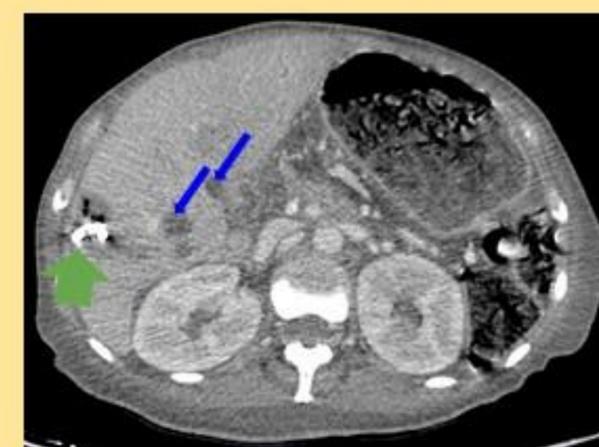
Control post drenaje con TC con contraste, con disminución del volumen del AH con catéter autorretentivo (flecha verde) y la persistencia de las lesiones satélites (flechas azules)
